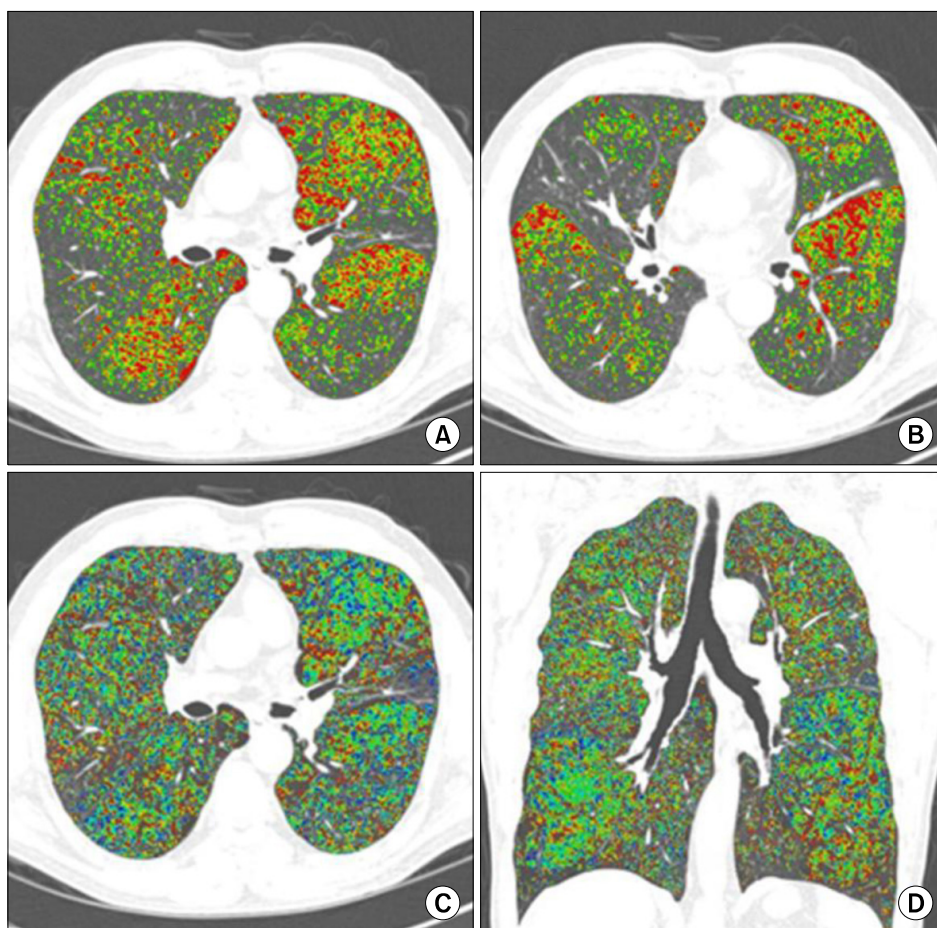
Air-trapping analysis using inspiratory and expiration CT scans in 62-year-old male patient with COPD (FEV1/FVC % pred=44%, FEV1 % pred=36%). (A) Axial CT scan with emphysema area (≤ -950 HU) in inspiration CT scan. (B) Axial CT scan with air-trapping area (≤ -856 HU) in expiration CT. (C, D) Axial and coronal CT scans with air-trapping index map (red: $-50 \sim -30$ HU, yellow: $-29 \sim -10$ HU, green: $-9 \sim -10$ HU, cyan: $11 \sim 30$ HU, blue: $31 \sim 50$ HU) using the registration method between inspiration CT scan and expiration CT scan.
